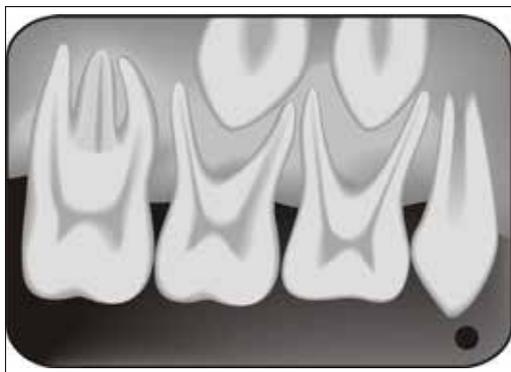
(Arriba). Radiografía periapical del cuadrante 1 con técnica de la bisectriz.
